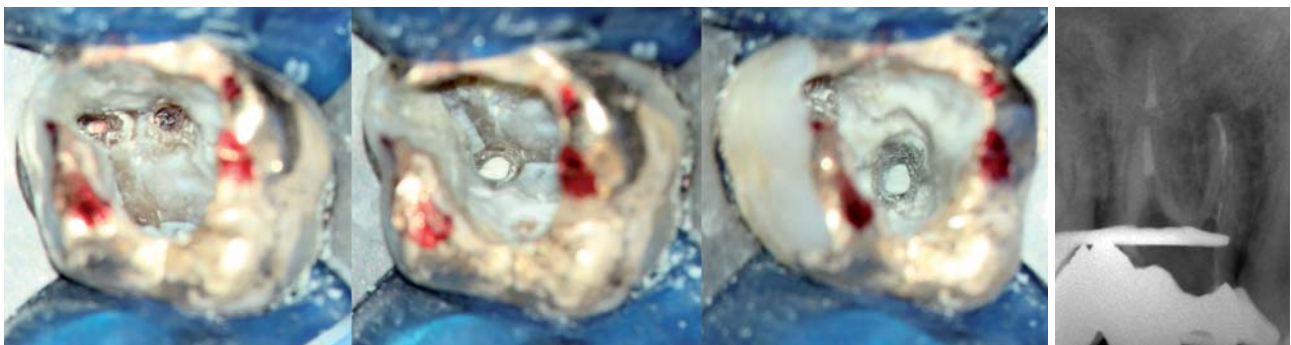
Downpack und MTA-Plugs. – Abb. 8: Röntgenkontrolle Downpack und MTA-Plugs.
